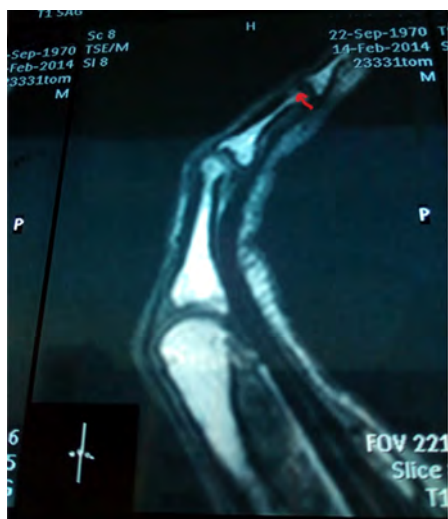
МРТ-определение сближения поврежденных концов сухожилия разгибателя III пальца в 1-й зоне
